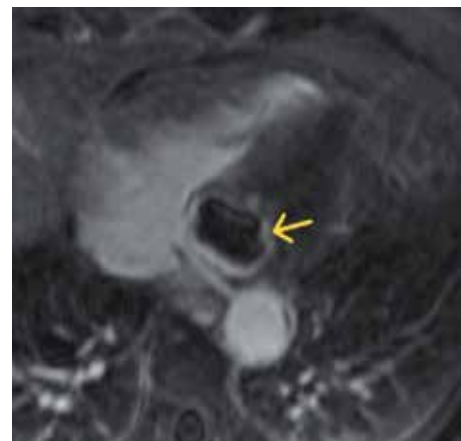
МРТ сердца после введения контрастного препарата. Накопление гадолиния по периферии образования
